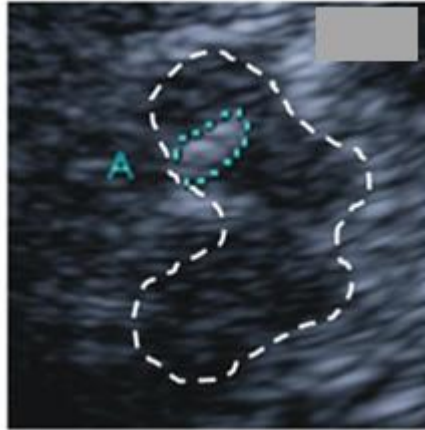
Ultrasonido transcraneal de sección axial de cerebro a nivel mesencefálico con anomalías en la hiperecogenicidad en la sustancia nigra (A) (Fathinia, 2012).
